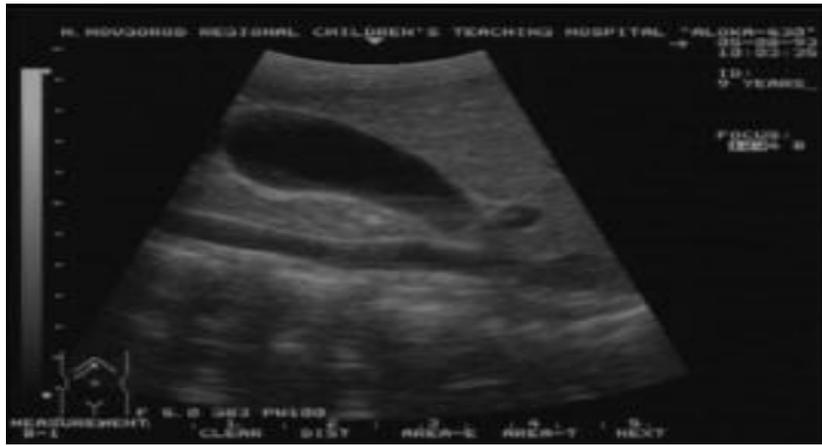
Image échographique d'une vésicule biliaire normale
